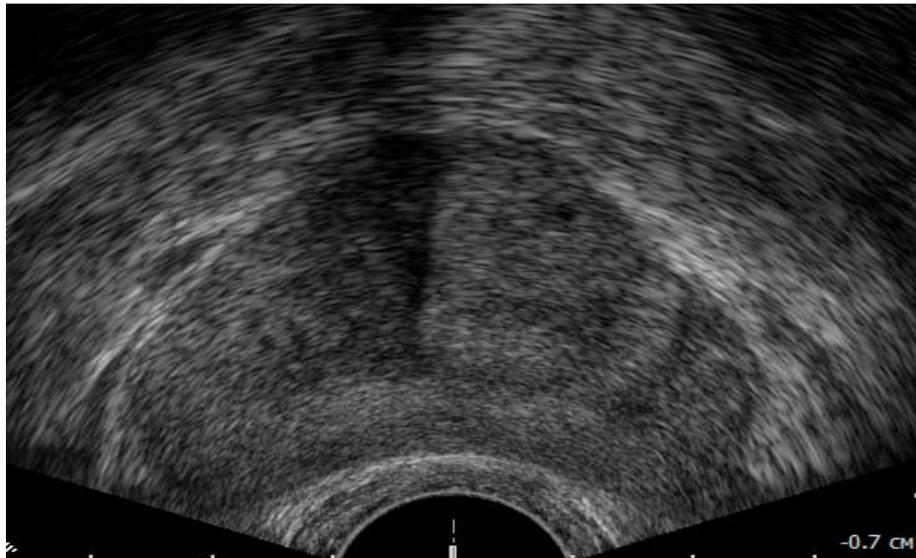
ТРУЗИ простаты. Признаки ДГПЖ: сотый рисунок, щелевидные полости, появление хирургической капсулы
